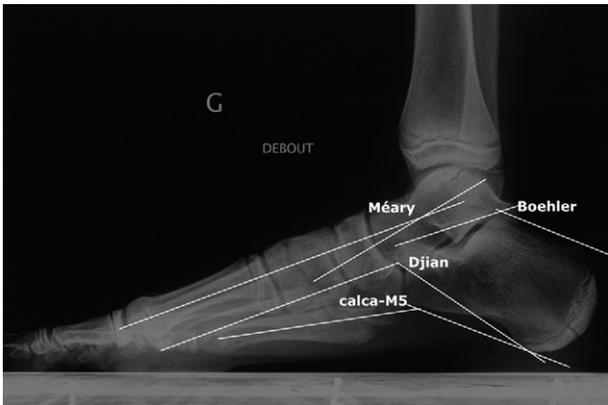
Autres mesures sur la radiographie de profil.
